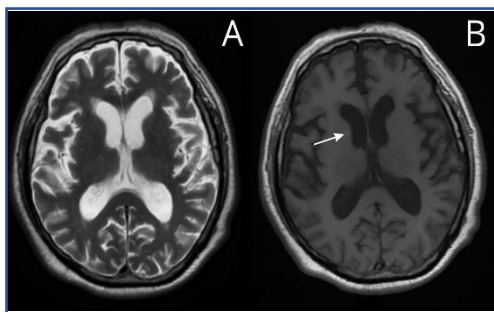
A. Corte transversal de resonancia magnética en secuencia T2. B. Corte transversal con hiperintensidad en ganglios basales derechos (flecha blanca) en secuencia T1.
